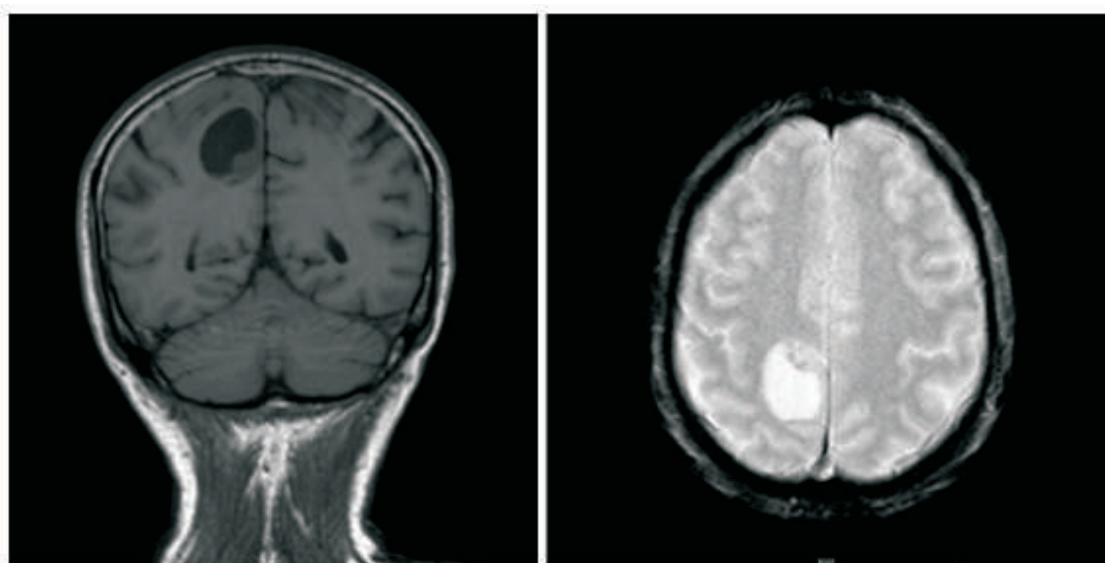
Se confirma LOE cerebral hipocaptante en región parasagital parietal derecha objetivada previamente en el TC craneal realizado en Urgencias.
